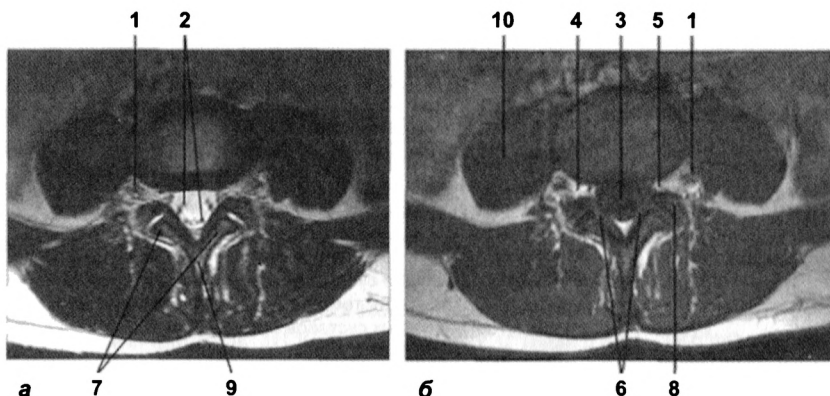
МРТ в аксиальной плоскости на уровне $L_{IV}-L_V$. На T1- (а) и T2-ВИ (б) визуализируются:
